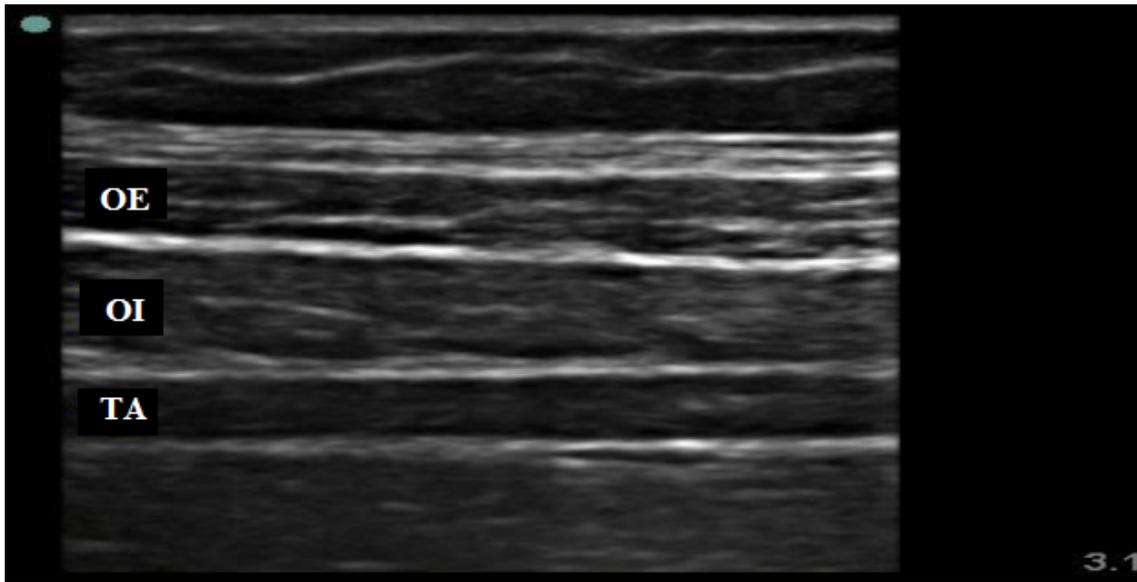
Imagen ultrasonográfica de pared abdominal a nivel del triángulo de Petit. OE: músculo oblicuo externo, OI: músculo oblicuo interno, TA: músculo transverso abdominal. (65)
